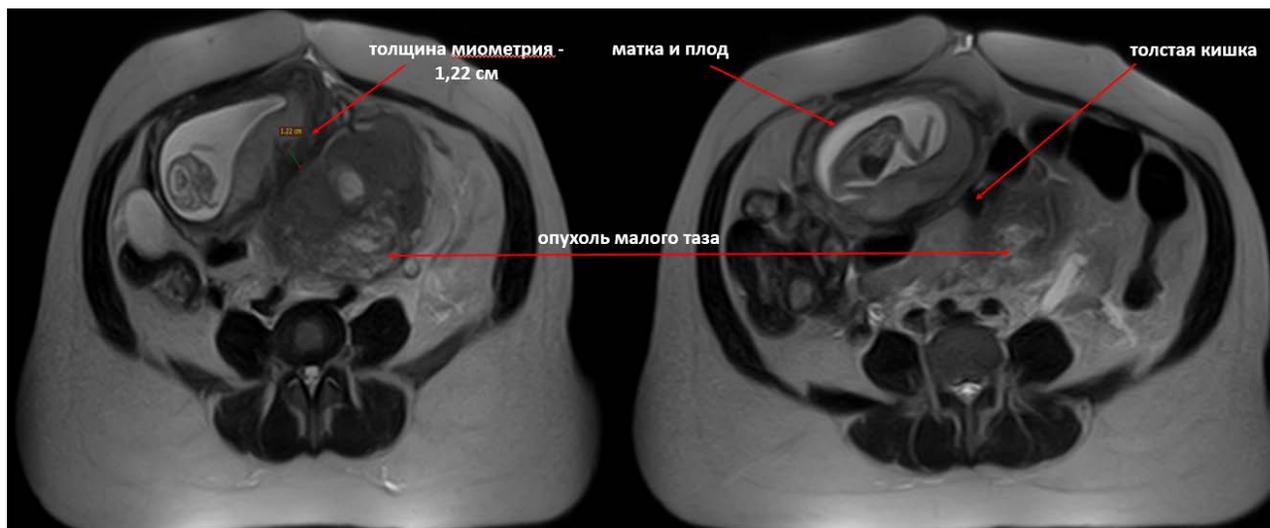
МРТ органов малого таза: опухоль прилежит к задней стенке матки
